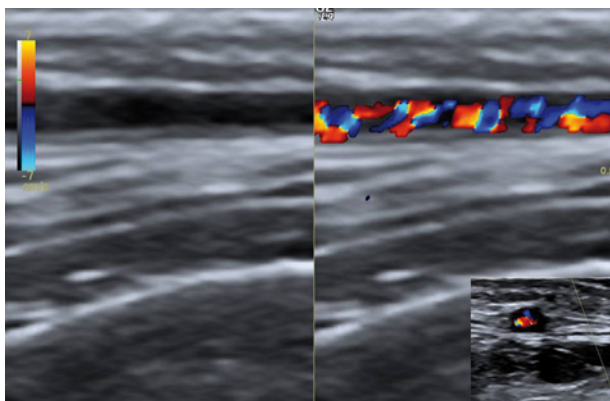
■ Enfermedad de Takayasu. Corte longitudinal de la arteria carótida antes de la bifurcación. Nótese el engrosamiento de la pared visible tanto en escala de grises como con Doppler.
